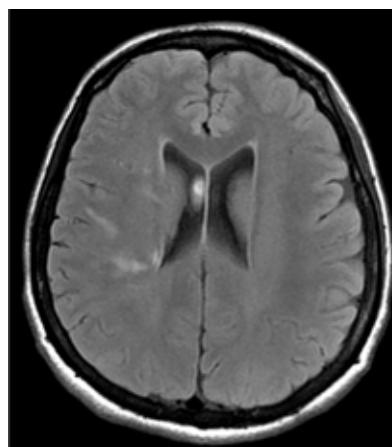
RM axial flair.
